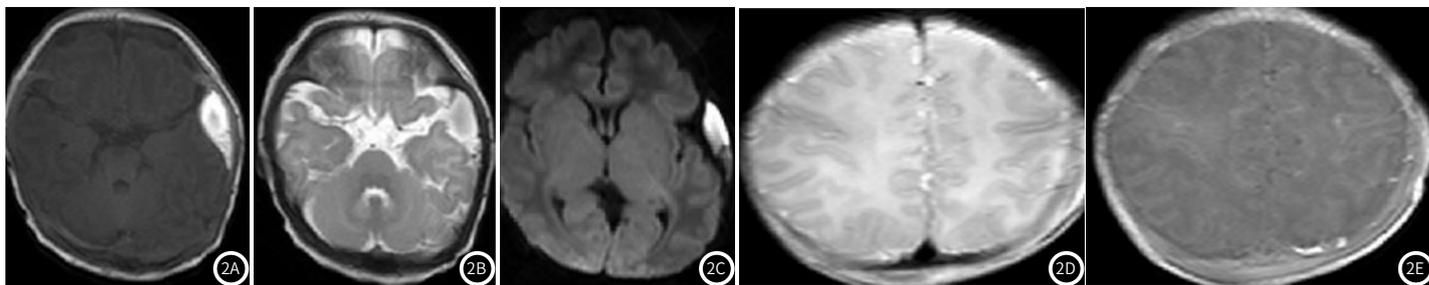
MRI的早期高危儿童脑损伤影像图。注：A~C：硬膜外出血部位颅骨与硬膜之间呈梭形影像；D~E：弥漫性脑出血表示为T₁高信号、T₂低信号。
